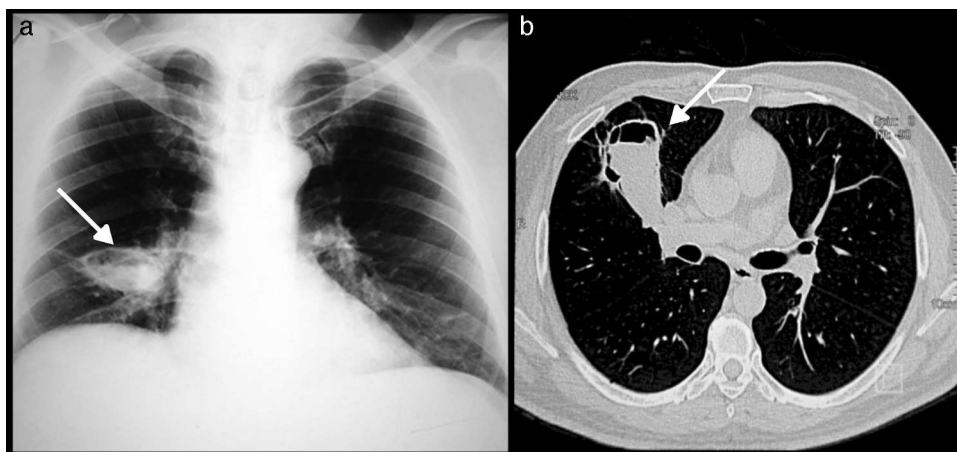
Caso 11. a) La radiografía de tórax muestra una cavidad de paredes finas con un nivel hidroaéreo (flecha). b) La tomografía axial computada demuestra una imagen quística irregular con nivel hidroaéreo en lóbulo medio retraído hacia adelante (flecha); se aisló *Mycobacterium tuberculosis*.
